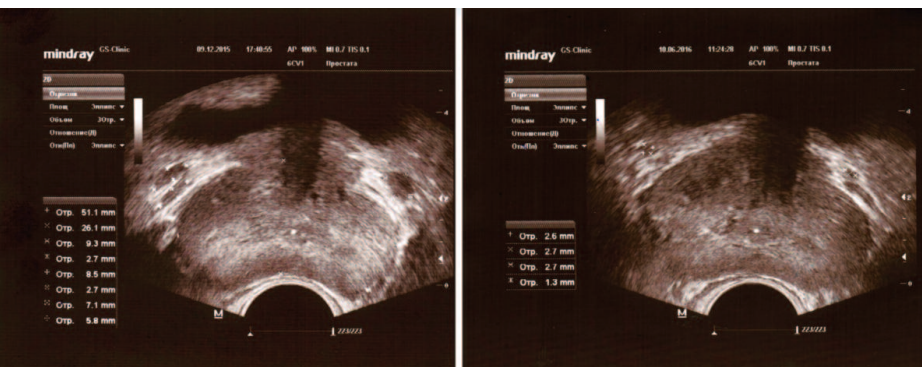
ТРУЗИ ПЖ у пациента З., 40 лет с двусторонним варикоцеле 09.12.2015 (слева) и через 6 месяцев (10.06.2016) после симультанной двусторонней варикоцельэктомии, иссечения кист придатков обоих яичек, пластики оболочек правого и левого яичка по Винкельману из мошоночного доступа по линии Веслинга (от 22.12.2015) (справа)
